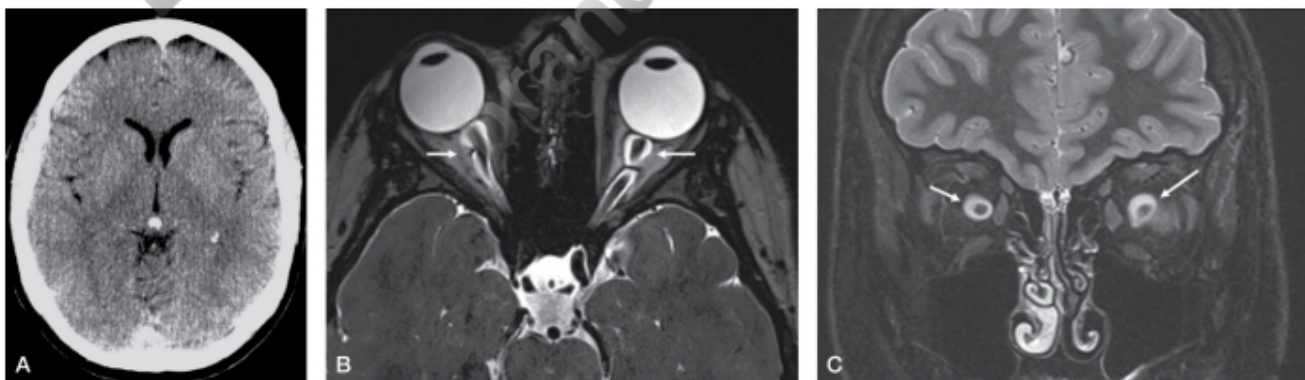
Hipertensión intracraneal idiopática. A. TC craneal en la que se aprecian los ventrículos y los surcos corticales de pequeño tamaño. B. Imagen axial de RM en T2 que muestra la dilatación del espacio perióptico y un leve aplanamiento del polo posterior de los globos oculares en la zona de la inserción del nervio óptico. C. Corte coronal en T2 en el que se aprecia dilatación circunferencial del espacio perióptico.
